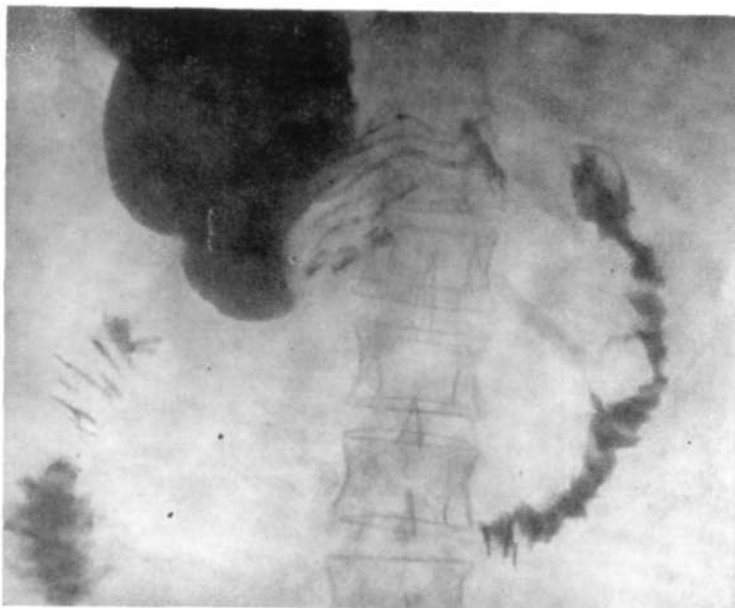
Прицельная рентгенограмма двенадцатиперстной кишки. Неравномерное циркулярное сужение кишки с неровными контурами. Кольцо развернуто. Панкреонекроз.
